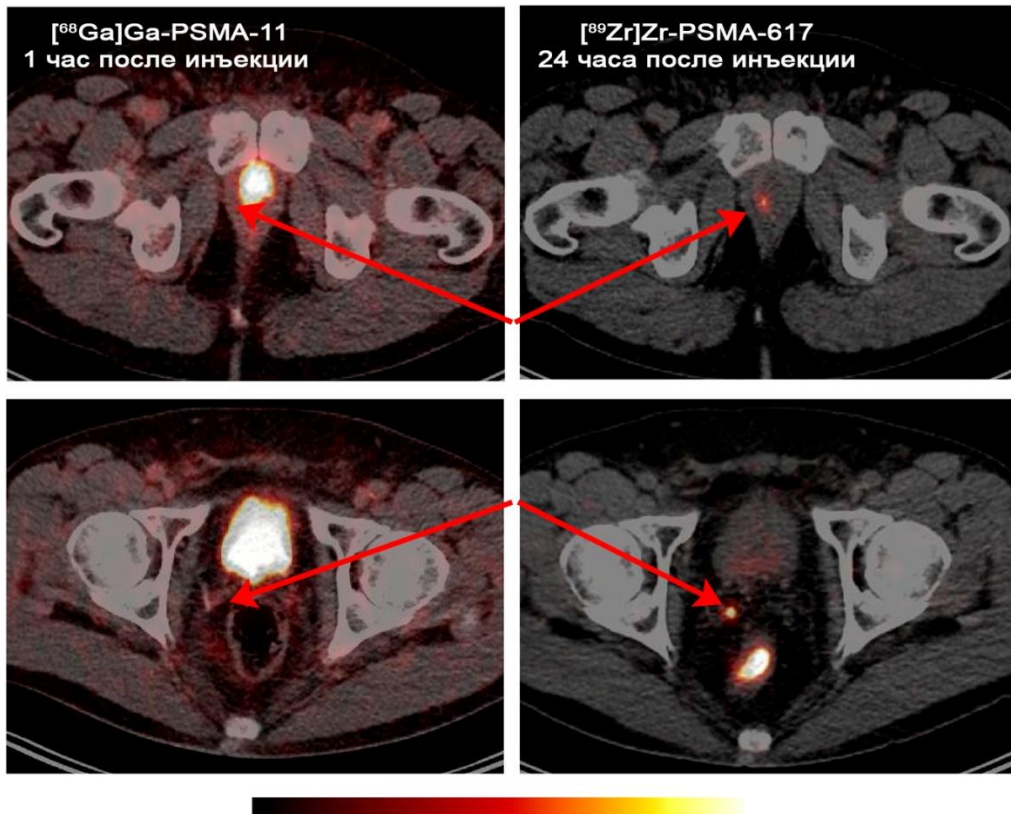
Томограммы пациентов с положительными очагами рака предстательной железы, обнаруженными с ^{89}Zr]Zr-PSMA-617, и не замеченные при скрининге с ^{68}Ga]Ga-PSMA-11 [24].
